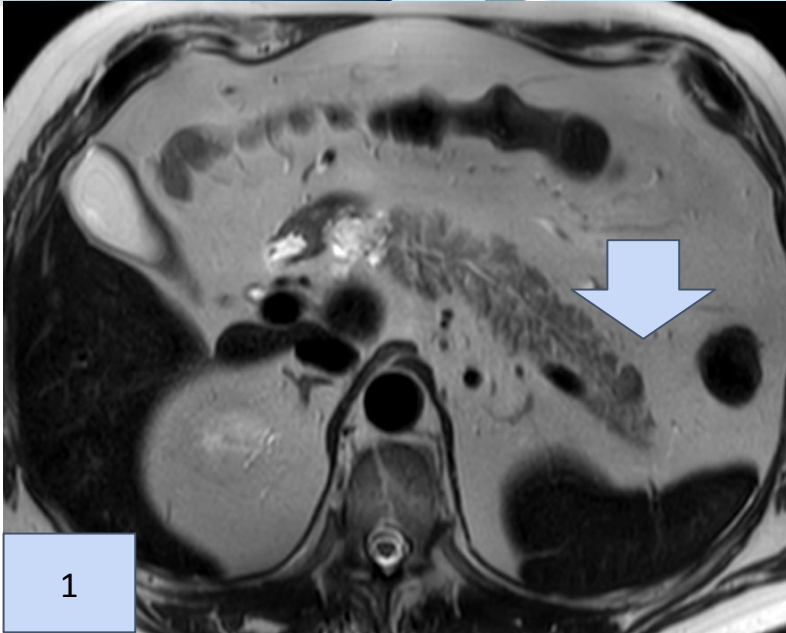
RM de abdomen corte axial secuencia T2 se observa una imagen focal hiperintensa en T2
